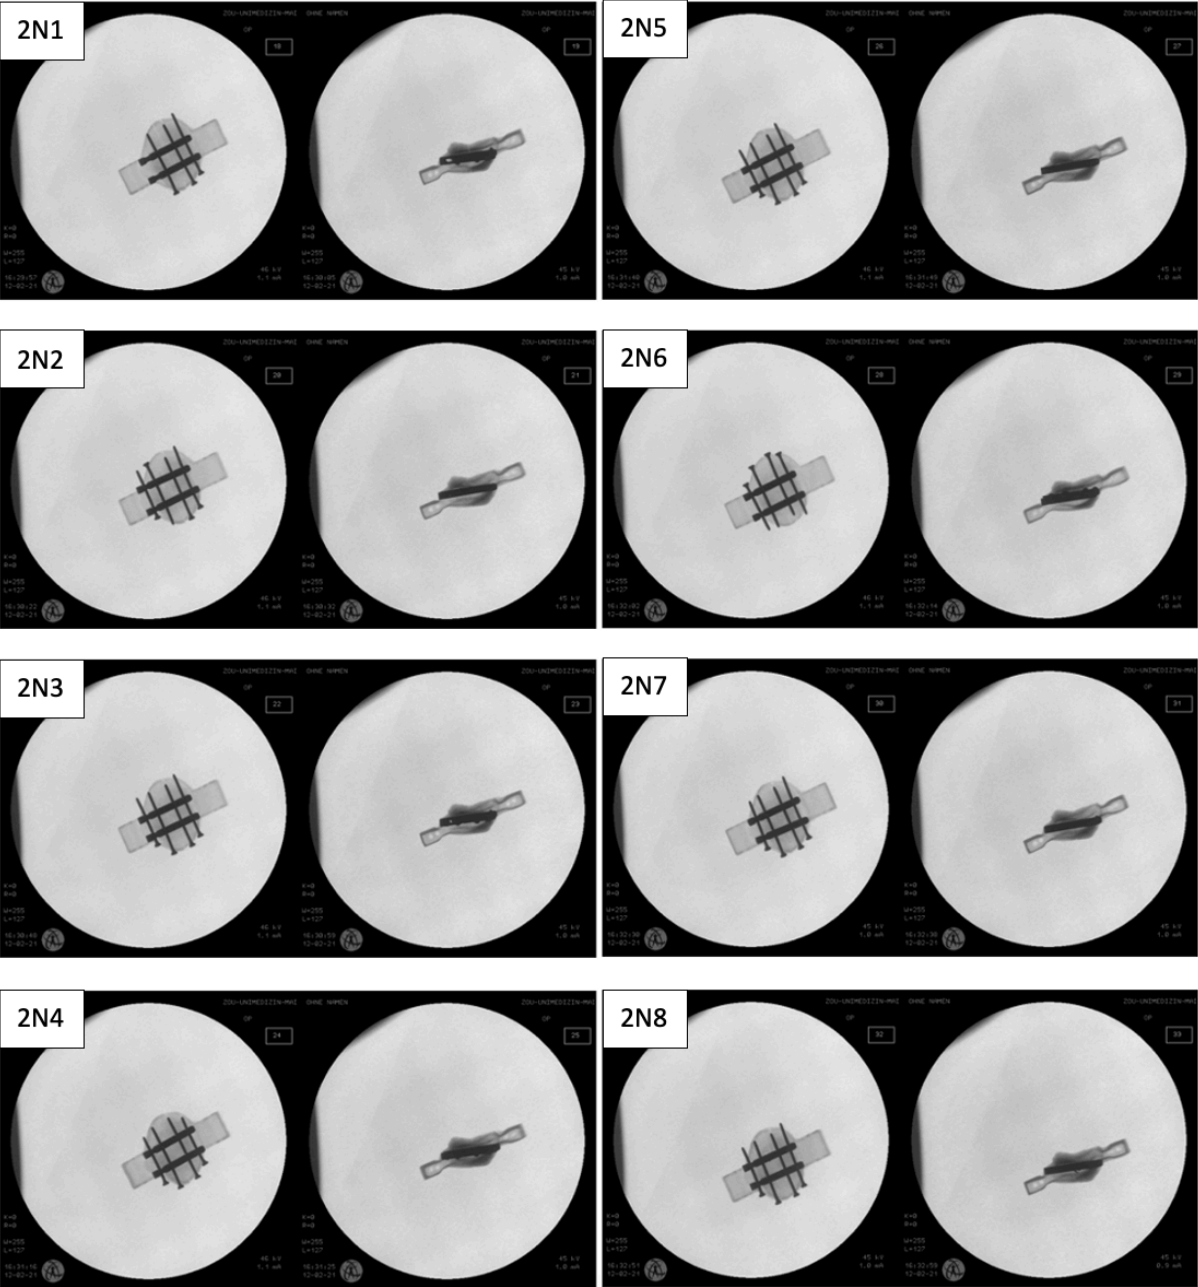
Post-interventionelles Röntgen in 2 Ebenen, Doppelnagelmethode 2N1-2N8
